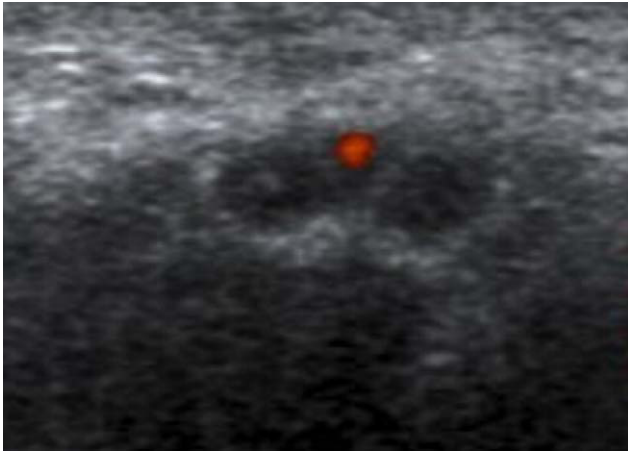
Eco-Doppler. Se observa el nervio mediano bífido y la arteria mediana.
